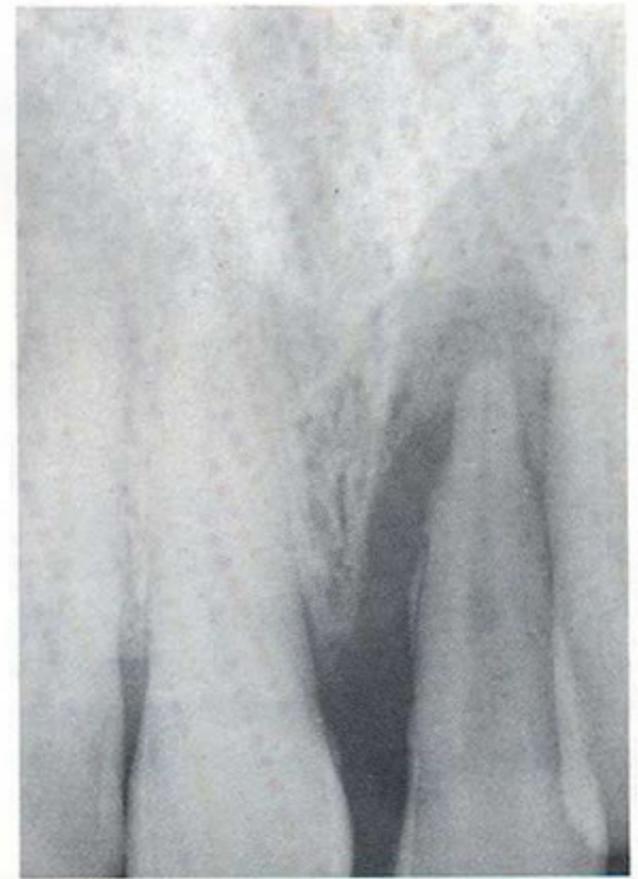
Conferma radiografica
